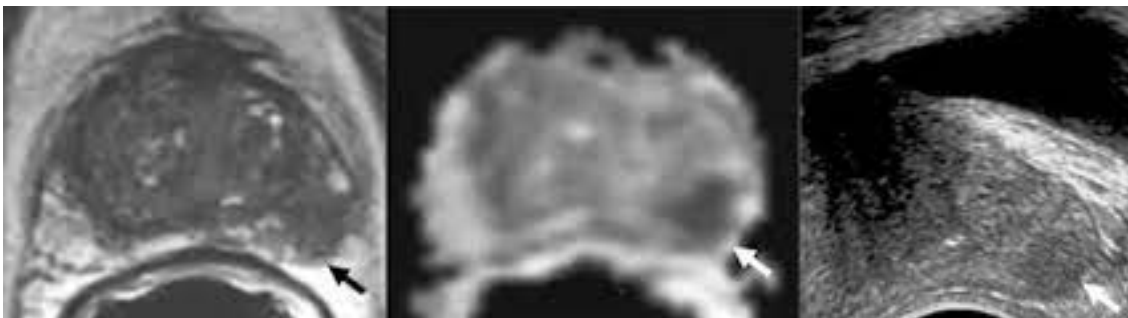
Biopsie ciblée avec guidage visuel. (50) Hyposignal T2 (A) [flèche] avec diffusion restreinte, attestée par une valeur basse du coefficient de diffusion(B) [flèche]. À l'échographie, bonne visibilité de la lésion (C) [flèche], localisée grâce à l'IRM, permettant de réaliser la biopsie sous guidage échographique simple
